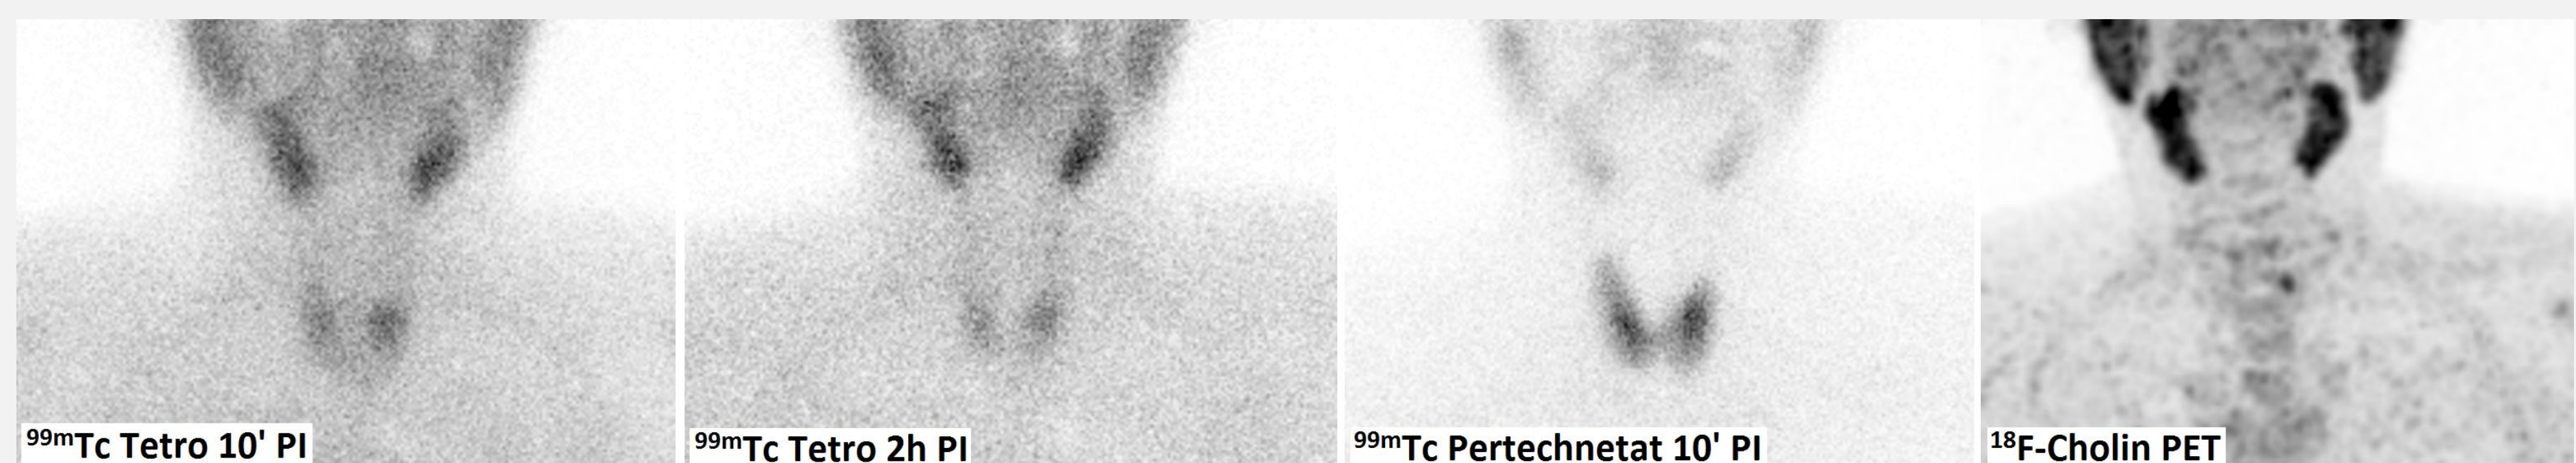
Nebenschilddrüsenadenom: Szintigrafie mit ^{99m}Tc-Tetrofosmin und ^{99m}Tc-Pertechnetat im Vergleich zum ¹⁸F-Cholin PET
